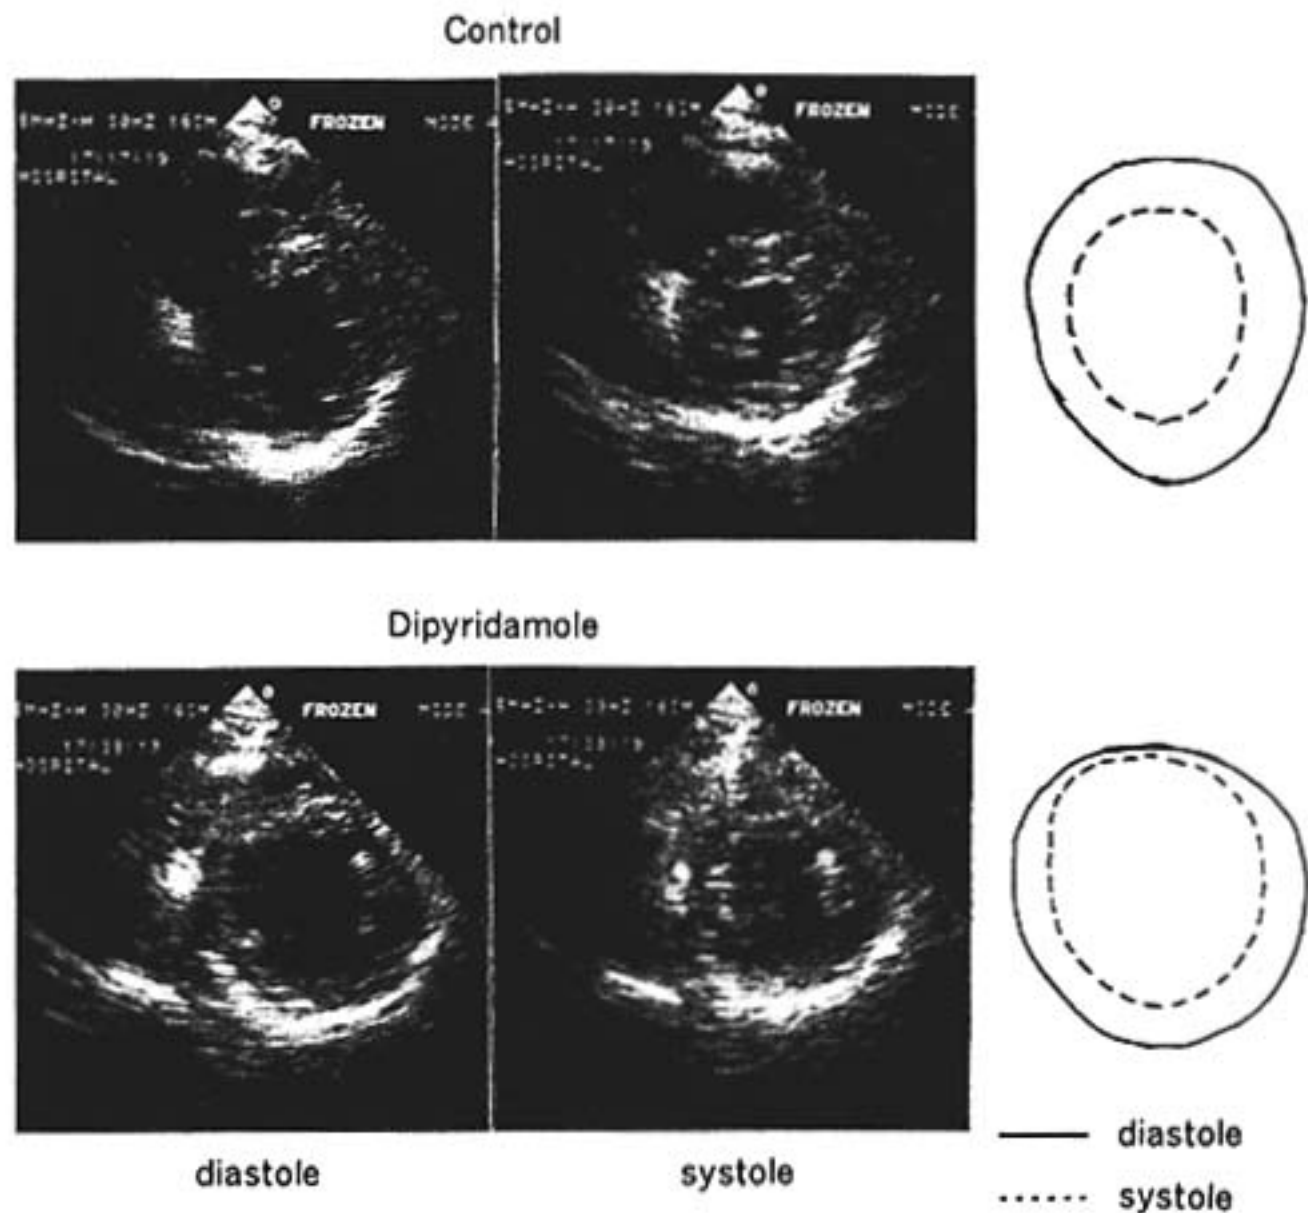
症例 No. 4 のジピリダモール負荷時の短軸断層心エコー図
